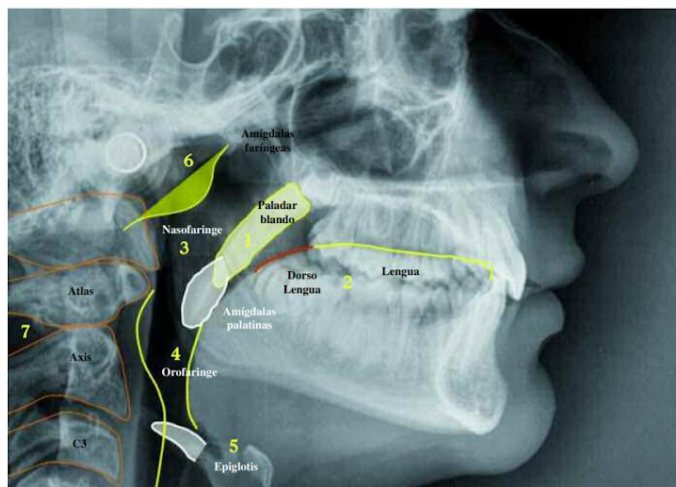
Estructuras anatómicas pertenecientes a las vías aéreas observadas en la radiografía lateral de cráneo. 1. Paladar blando, 2. Contorno lingual, 3. Nasofaringe, 4. Orofaringe, 5. Epiglotis, 6. Contorno adenoideo. 7. Vértebra atlas, axis y cervical.
